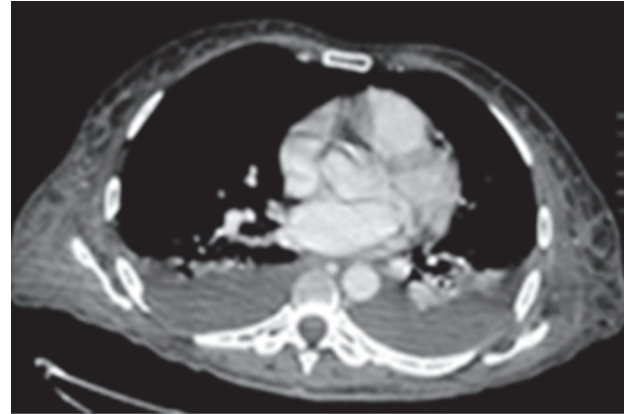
TAC de tórax del caso 1. Se observan derrame pleural y zonas de necrosis en el parénquima pulmonar
